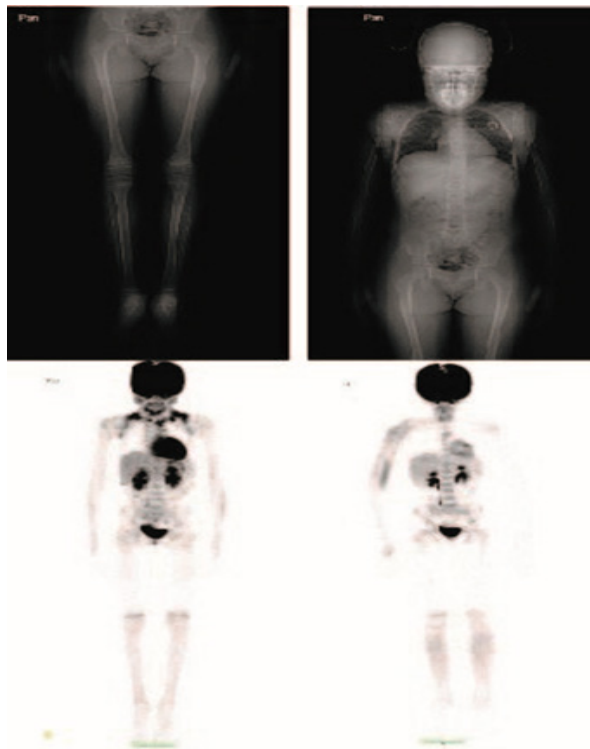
PET SCAN 01/2021 sin evidencia de lesiones hipermetabólicas. Paciente en remisión.
